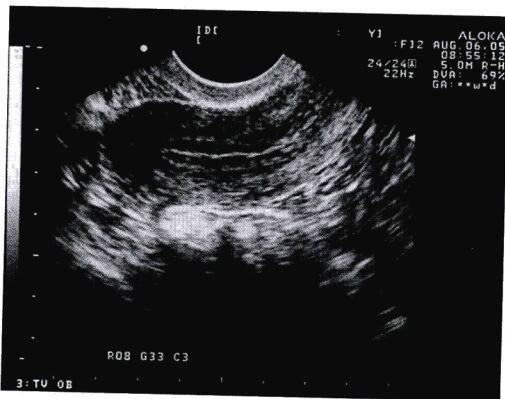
二维经阴道超声提示子宫内膜三线征与接受IVF-ET患者的良好的种植率相关。
